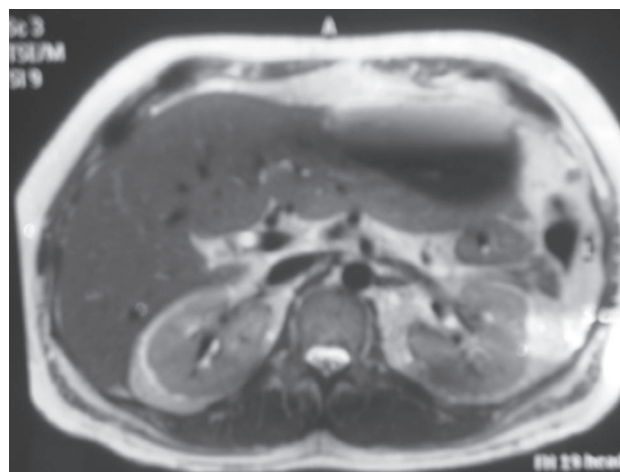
Resonancia magnética que demuestra hematoma subcapsular de aproximadamente 12 cm x 5 cm x 7 cm en sus ejes longitudinal, anteroposterior y transversal respectivamente, localizado hacia el aspecto anterior del lóbulo hepático izquierdo que condiciona desplazamiento del lóbulo en sentido posterior con datos de sangrado en diferente estadio.
